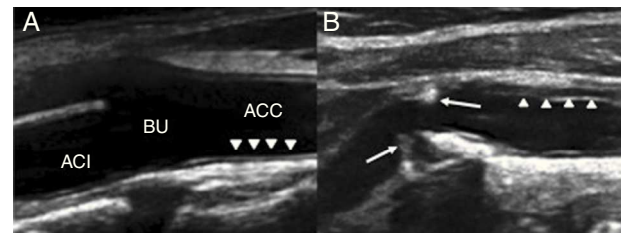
A) Ecografía carotídea normal: arteria carótida común (ACC), bulbo carotídeo (BU) y arteria carótida interna (ACI) en individuo sano. Íntima-media regular con grosor íntima-media normal en pared posterior de ACC (cabezas de flecha), lugar habitual de medición². B) Ecografía carotídea de la paciente: arteria carótida común con aumento del grosor íntima-media en pared anterior (cabezas de flecha). Placas calcificadas afectando a bulbo y origen de la arteria carótida interna derecha (flechas).
